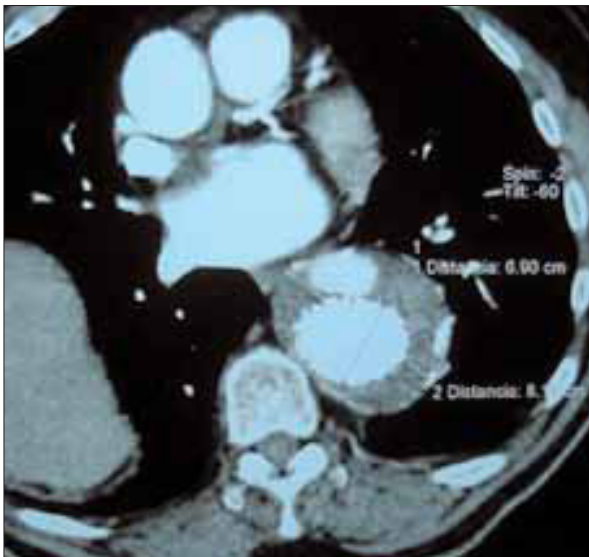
Tomografía axial computarizada torácica con contraste: fuga tipo III.
